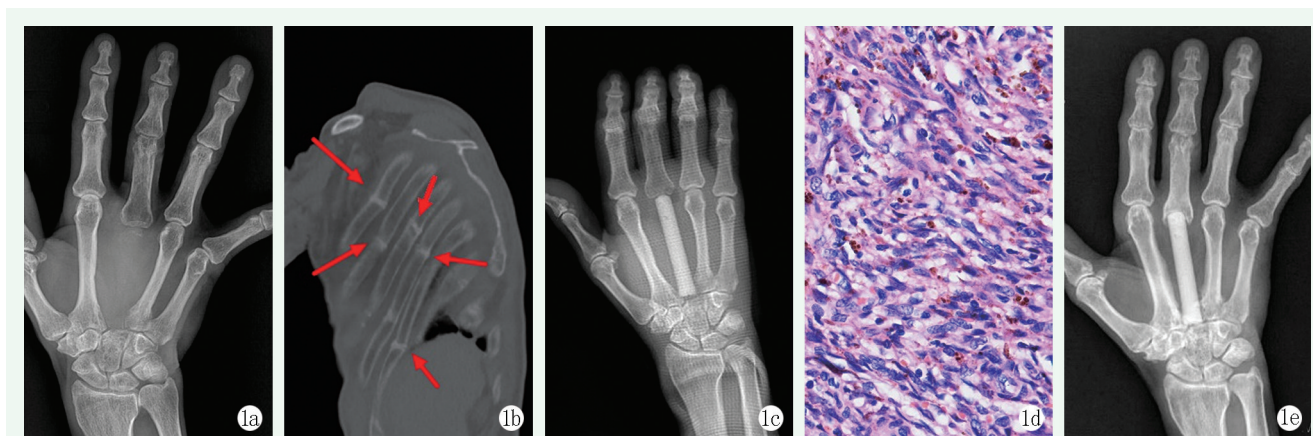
患者男性, 53 岁。1a: 术前右手正位 X 线片示第 3 掌骨溶解; 1b: 术前胸部 CT, 可见多发骨折(红色箭头处); 1c: 术后正位 X 线片示假体长度适中, 位置稳固; 1d: 瘤体切片 HE 染色, 可见大量梭形细胞, 放大倍数 400 \times ; 1e: 术后 28 个月随访正位 X 线片示假体稳定。
